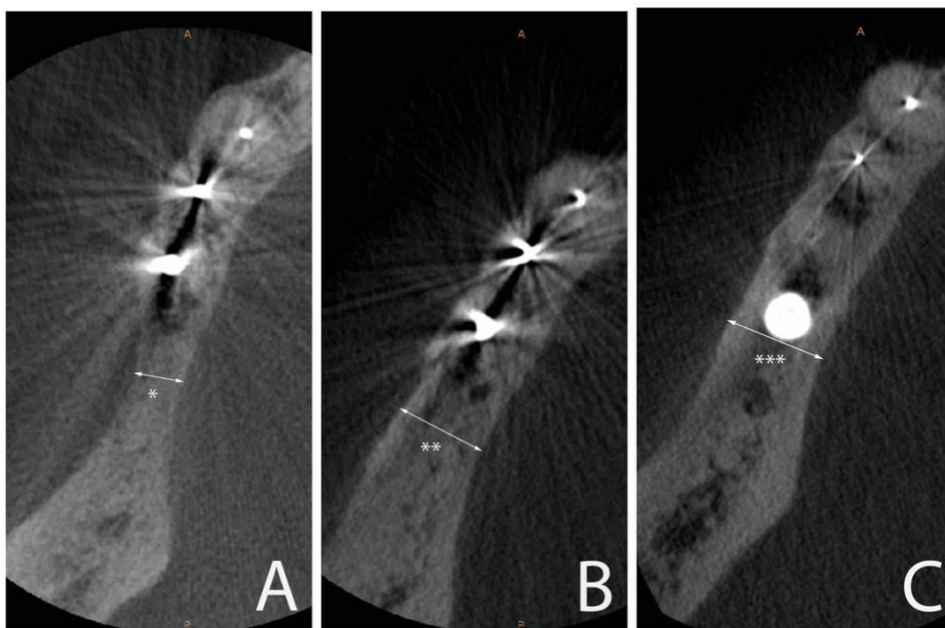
CBCT effettuata immediatamente dopo l'estrazione dell'elemento 4.7 (A) e dopo 11 mesi di guarigione, dopo l'esecuzione della S.A.T (B). Non è stata notata alcuna radiotrasparenza residua, ed il materiale di innesto si è ben integrato. L'aumento della larghezza dell'osso era evidente, confrontando la larghezza in A (*) con quella in B (). La CBCT effettuata dopo 2,5 anni di follow-up ha mostrato un mantenimento dei volumi
